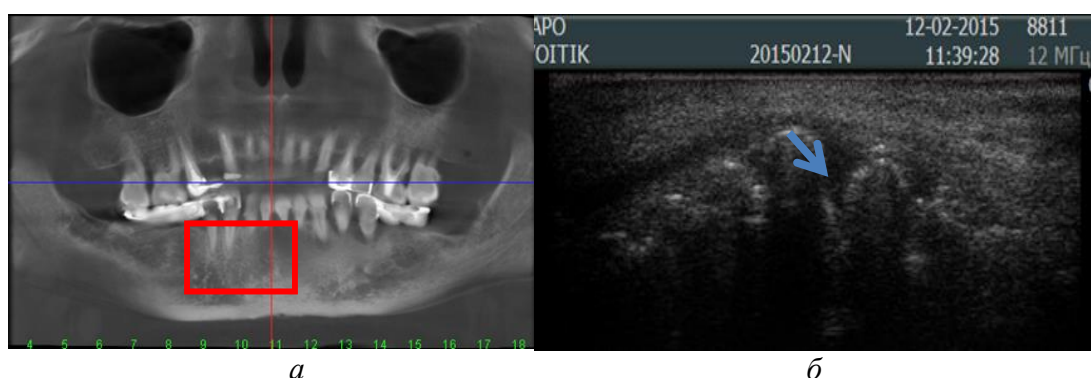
Изменения костной ткани нижней челюсти свойственные остеопорозу по данным лучевых методов исследования: а – конусно-лучевой компьютерной томографии; б – ультразвукового исследования.
